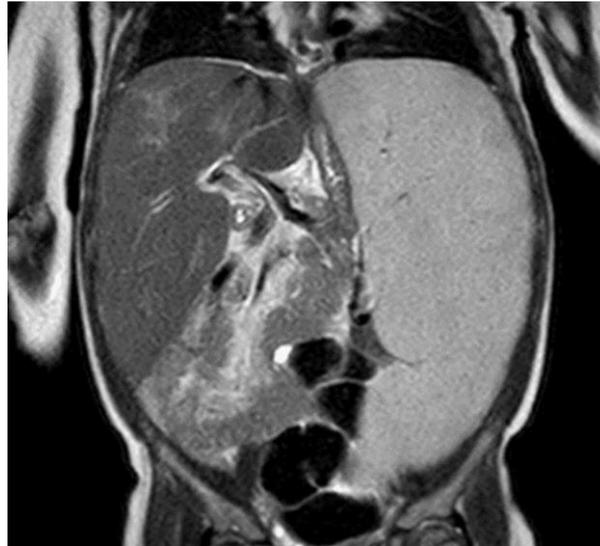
Magnetresonanztomographie des Oberbauchs einer ca. 3-jährigen GD-Patientin mit massiver Splenomegalie und Hepatomegalie
